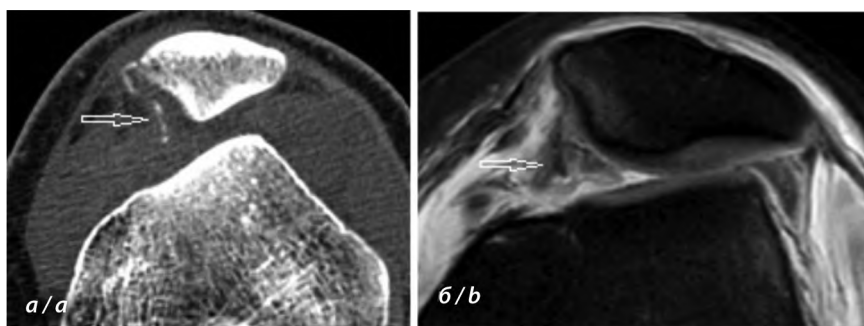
Аксиальный срез КТ (а) и МРТ, PDWI (б) коленного сустава.
